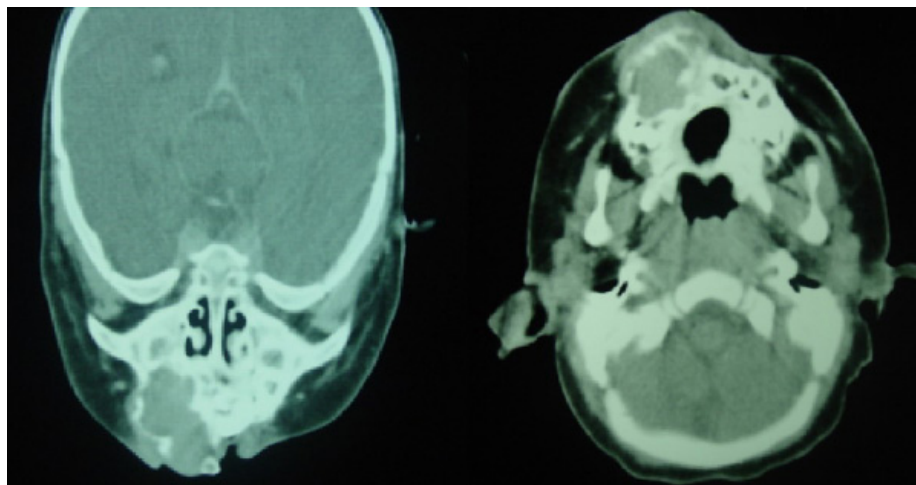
Imágenes A axial, B coronal de tomografía computarizada de la paciente donde muestra dos posiciones axiales de la lesión, podemos observar una lesión hipodensa, uniloculada, que expande y desplaza corticales, que ocupa la región anterior y media del maxilar superior derecho, de 6 x 3 cm de diámetro, con bordes bien definidos.
